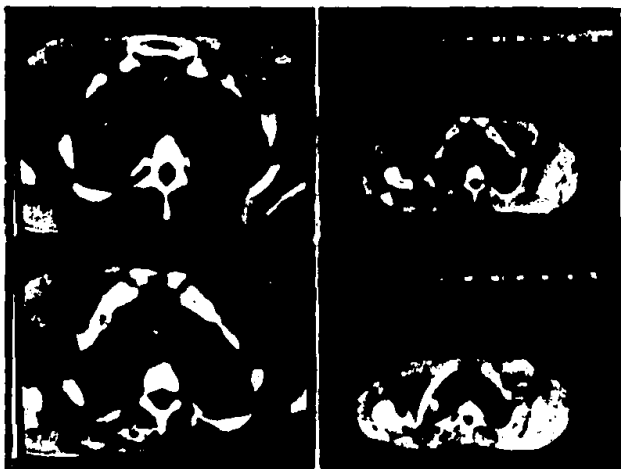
TAC de ambos caputs pulmonares y parte de la cintura braquial que muestra tejido -- exuberante peritracacheal que comprime y -desplaza el caput pulmonar derecho, toca-esternon y cabezas claviculares sin daan- las y se extiende de delante a atras hasta la cara anterior de 3er. cuerpo vertebral toracico.
